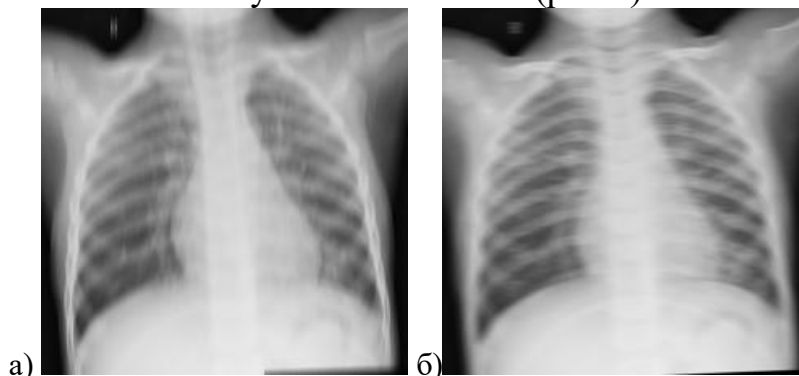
Смазанные рентгеновские снимки с максимальной примененной интенсивностью
